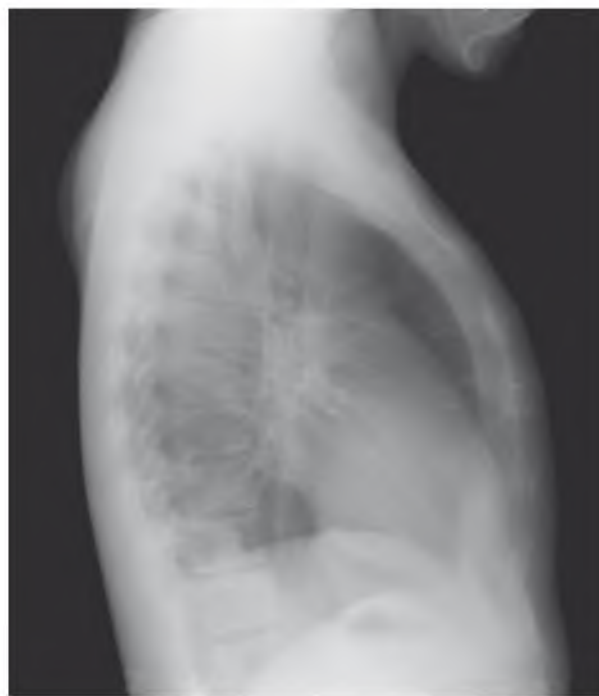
Рентгенографическое исследование легких от 28.02.2016 г. Сохраняется инфильтрация справа в S_{10} . Абсцесс правого легкого?
